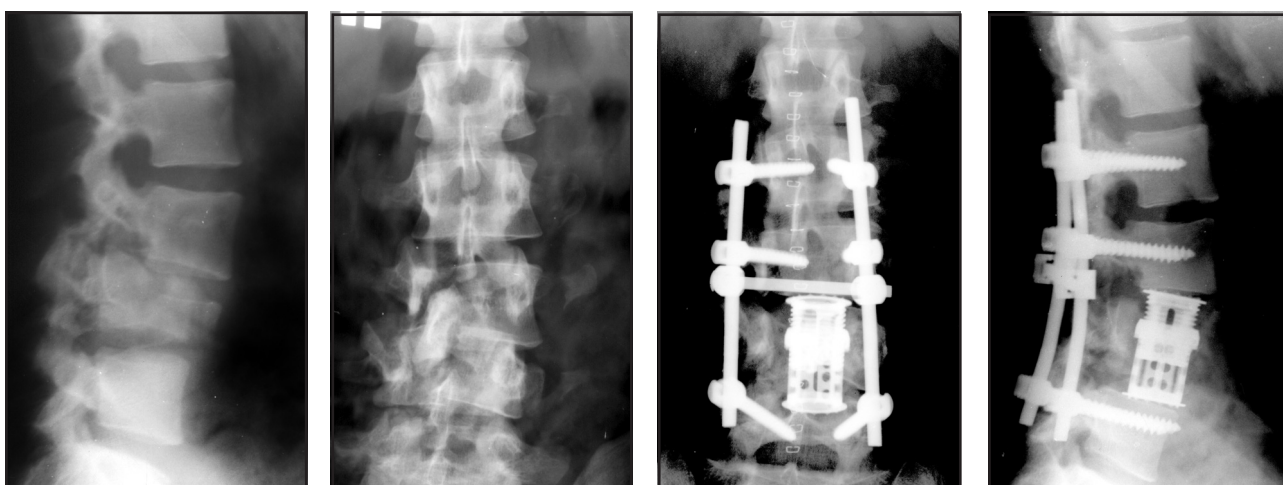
Фоторентгенограммы больного А. до и после оперативного лечения
